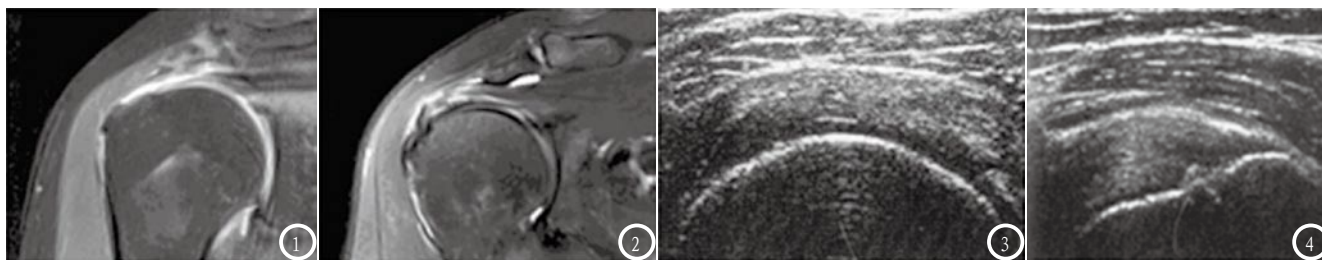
MRI显示典型肩袖全层撕裂；图2 MRI显示关节侧肩袖部分撕裂，并可见深层肌腱回缩；图3 超声显示肩袖全层撕裂，肩袖短轴可见软骨界面征；图4 超声显示肩袖部分撕裂，网上肌腱长轴显示肌腱回声不均匀，沿关节表面可见低回声缺损。
